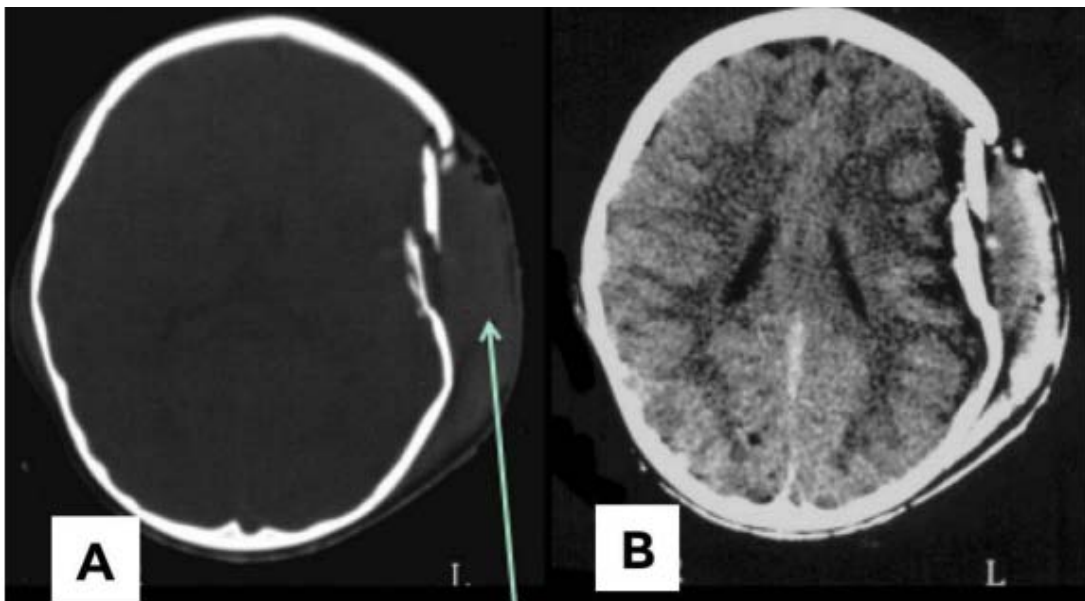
TDM cérébrale en coupes axiales montrant une fracture embarrure pariétale comminutive complexe
